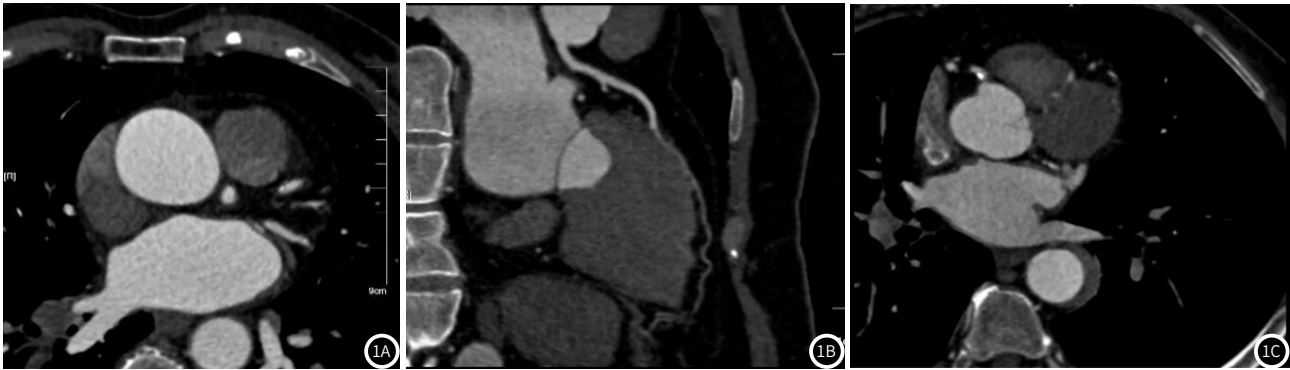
不同碘对比剂注射方案患者的冠状动脉CT造影图像。
